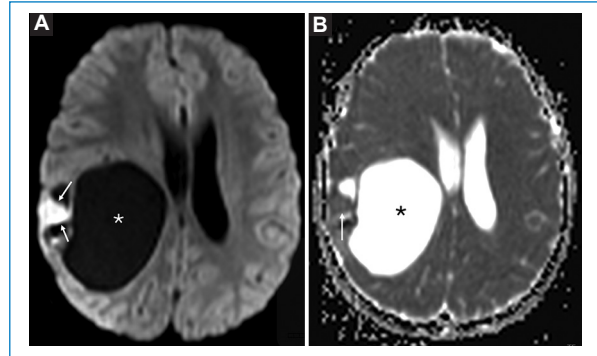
Secuencia DWI y mapa de ADC. Se muestran imágenes seleccionadas de difusión B1000 (A) y mapa de ADC (B) en un sector donde el componente nodular muestra el valor promedio más bajo y significativo (flechas). Se destaca además la señal del componente quístico (asterisco).
